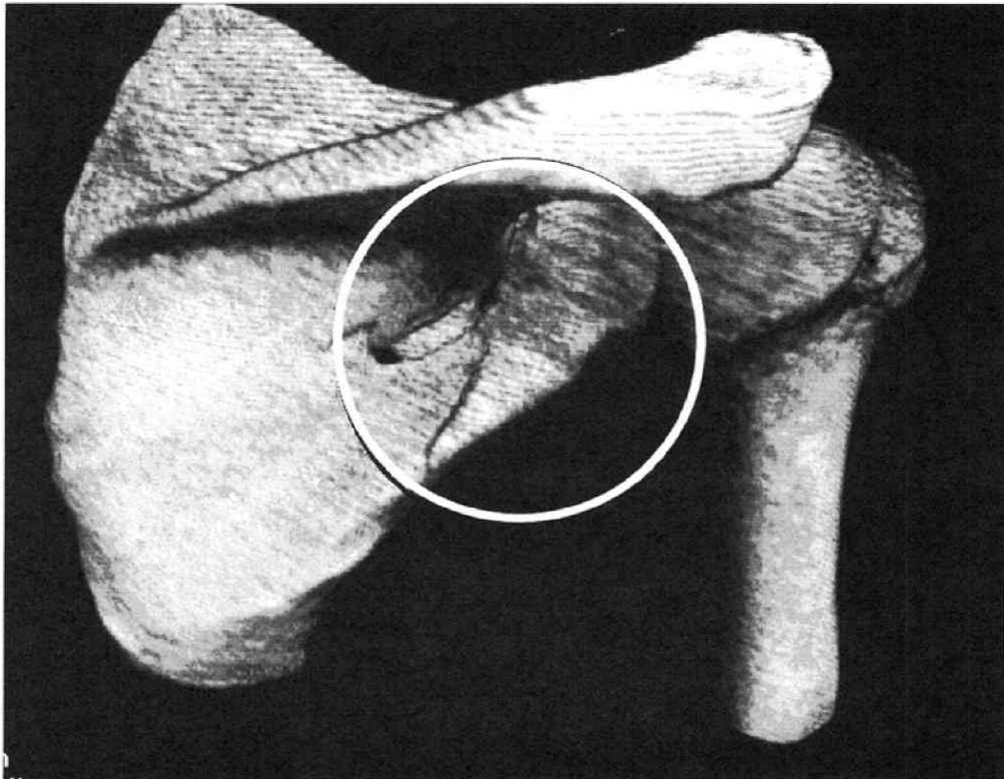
CT scan image (dorsal aspect)
